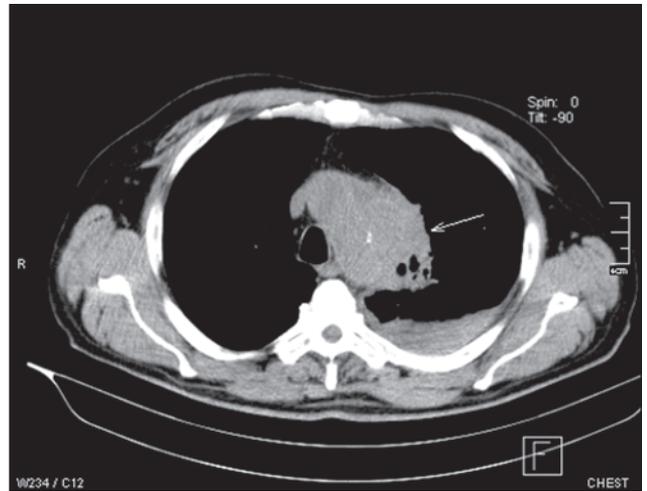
КТ органов грудной клетки: признаки объемного образования в средостении и медиастинита. Свободная жидкость в левой плевральной полости
